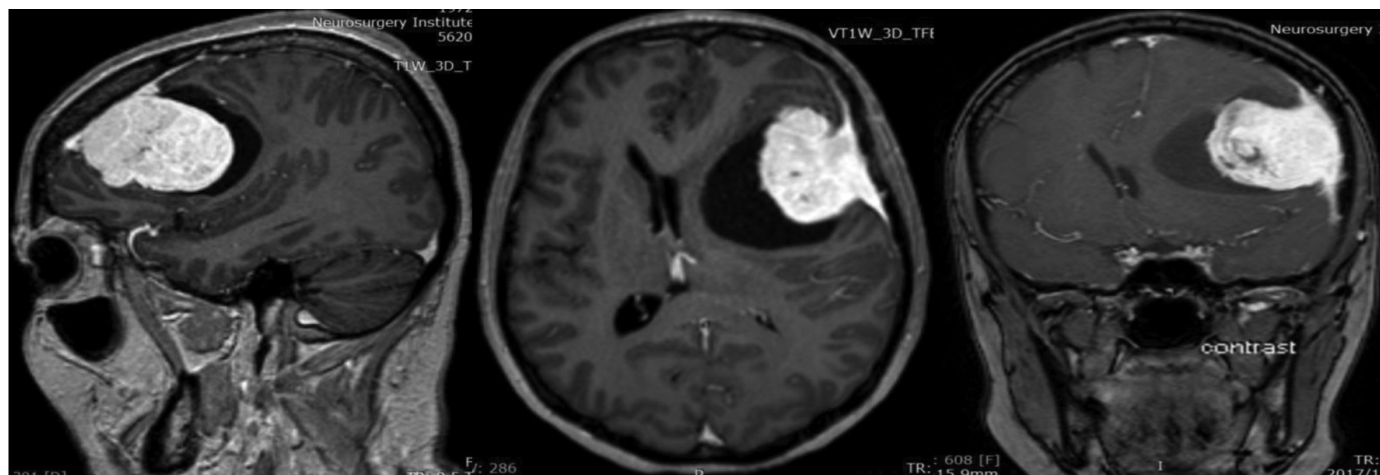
КМ, МРТ. Нативные T_1 ВИ, в аксиальной и фронтальной проекциях и с контрастированием, в аксиальной и саггитальной проекциях.
